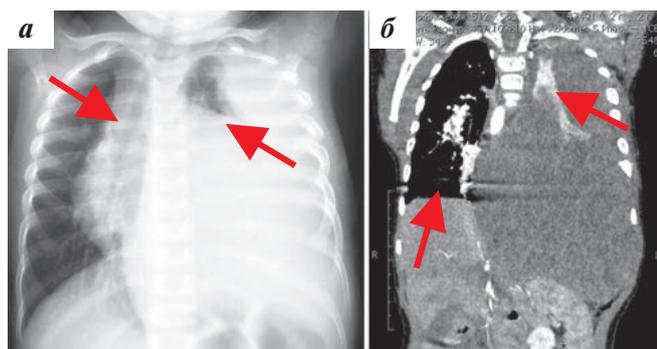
а – рентгенограмма ОГК в прямой проекции. В левом гемотораксе массивное гомогенное образование, выполняющее весь объем. Воздушность в верхней доле левого легкого практически не определяется (указано стрелкой). Определяется смещение средостения и трахеи вправо (указано стрелкой); б – МСКТ ОГК. Корональная проекция, венозная фаза сканирования. В левом гемотораксе определяется массивное мягкотканное образование с четкими, ровными контурами, полностью выполняющее весь объем гемоторакса. Визуализируется ателектаз сохранной верхней доли левого легкого (указано стрелкой). Структура образования представлена преимущественно солидным компонентом, равномерно активно накапливающим контрастный препарат. В паренхиме правого легкого компрессионные ателектазы (указано стрелкой)
